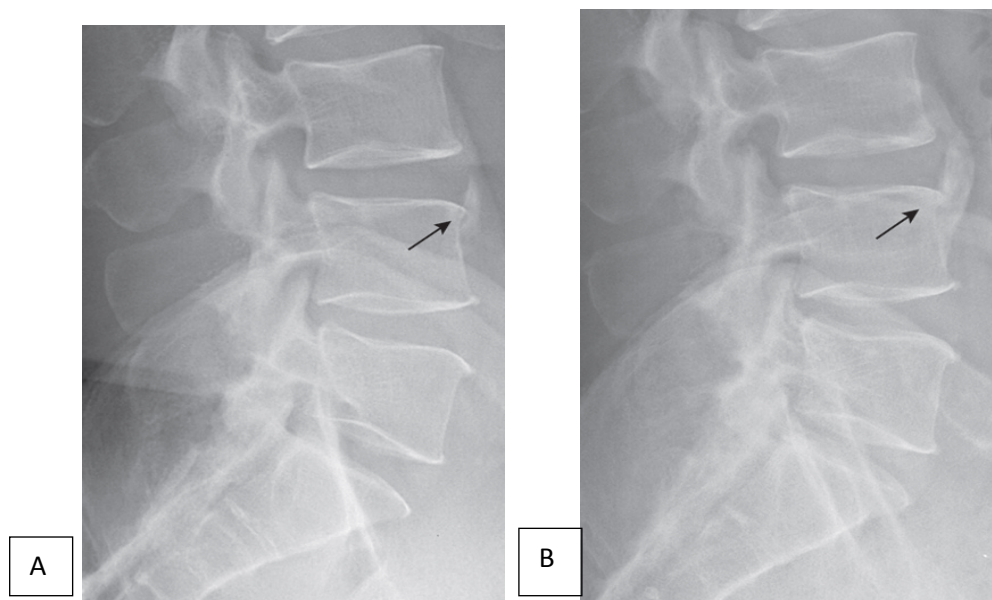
syndesmophyte. Radiographies de profil du rachis lombaire à 5 ans d'intervalle (A, B). Développement d'un syndesmophyte (flèches) en avant de L3-L4.(5)
